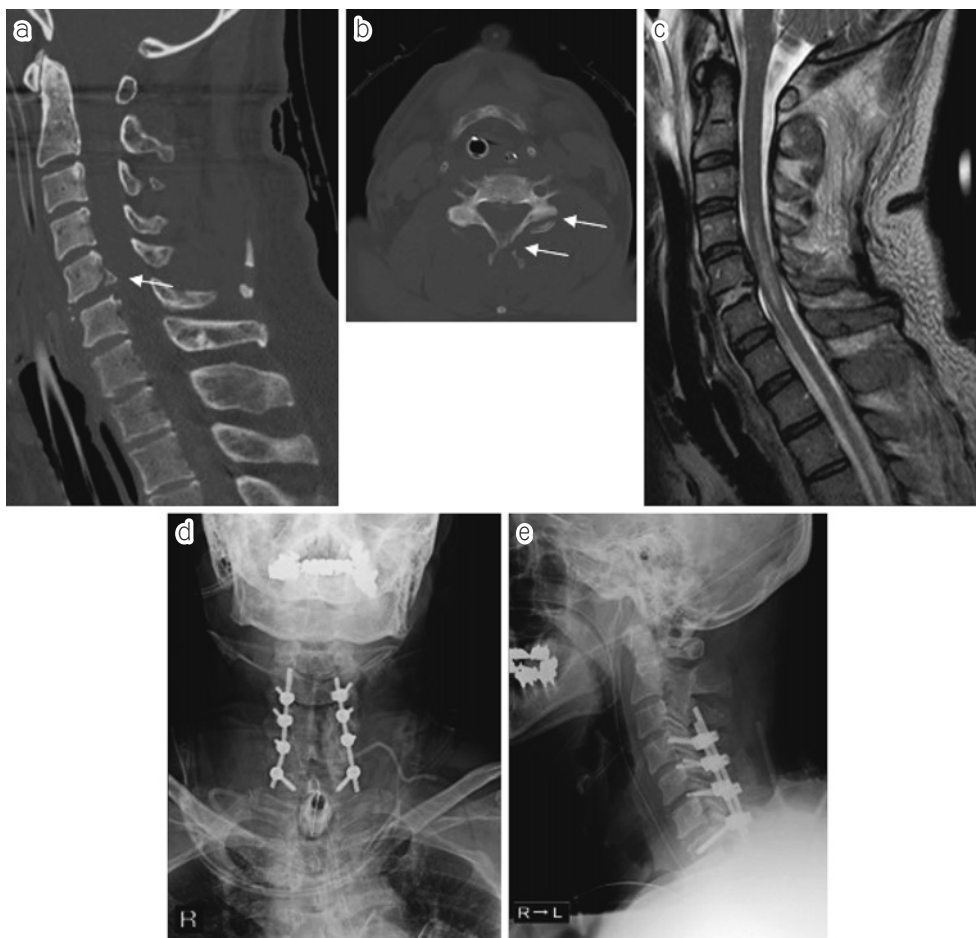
a) 初診時CT矢状断 第5頸椎椎体骨折を認める(矢印)
